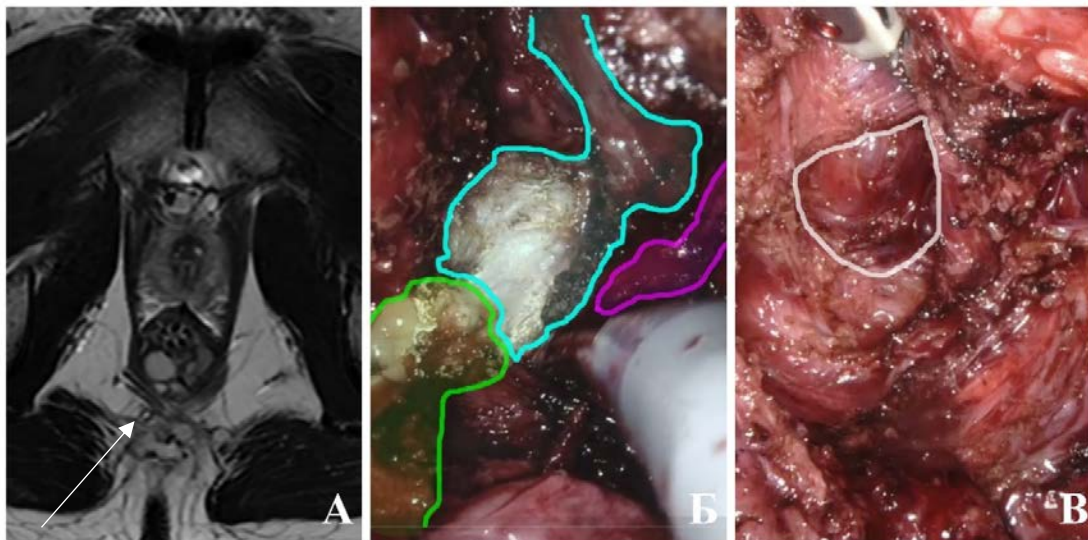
ПК с распространением в межсфинктерное пространство. А – МРТ ОМТ, T2-ВИ, аксиальный срез, стрелка указывает на камеры кисты между внутренним и наружным анальными сфинктерами. Б – роботическое удаление ПК, зеленым цветом выделена киста, голубым – структуры внутреннего сфинктера, сиреневым – наружный сфинктер. Б' – вид операционного поля после удаления препарата, белым цветом выделен дефект внутреннего сфинктера
